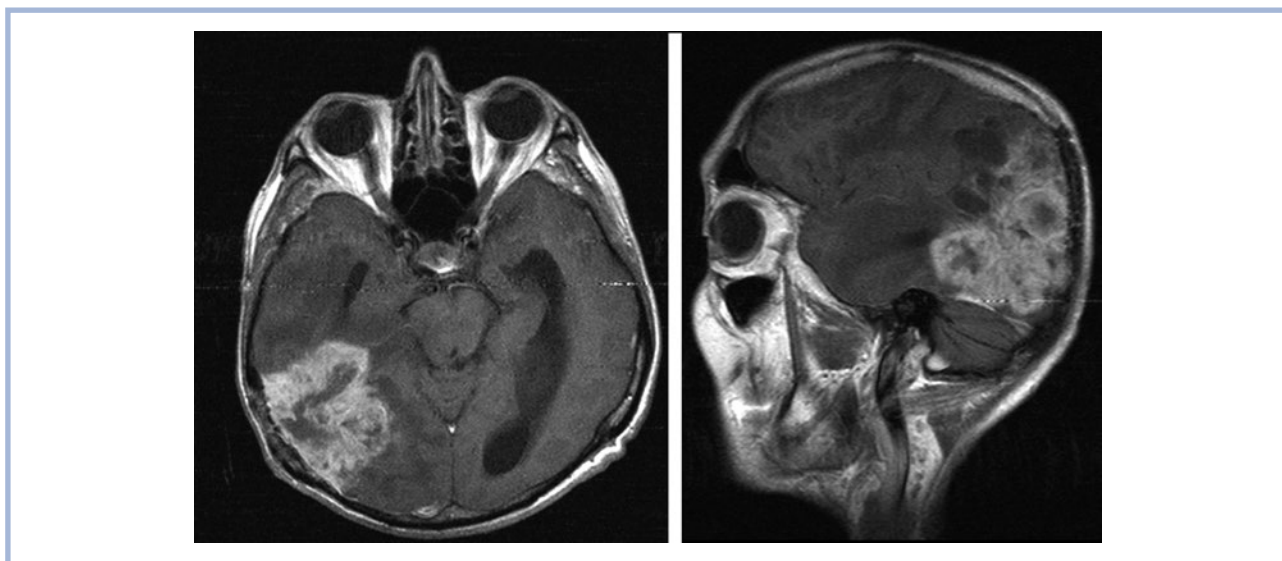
Послеоперационные МРТ от 02.10.07.
